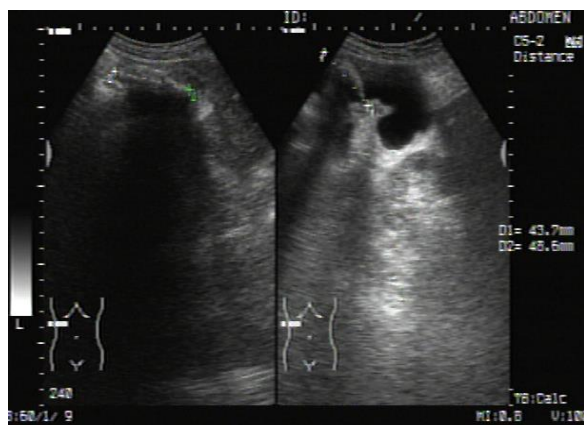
Volvulus de veziculă biliară: aspect ecografic
